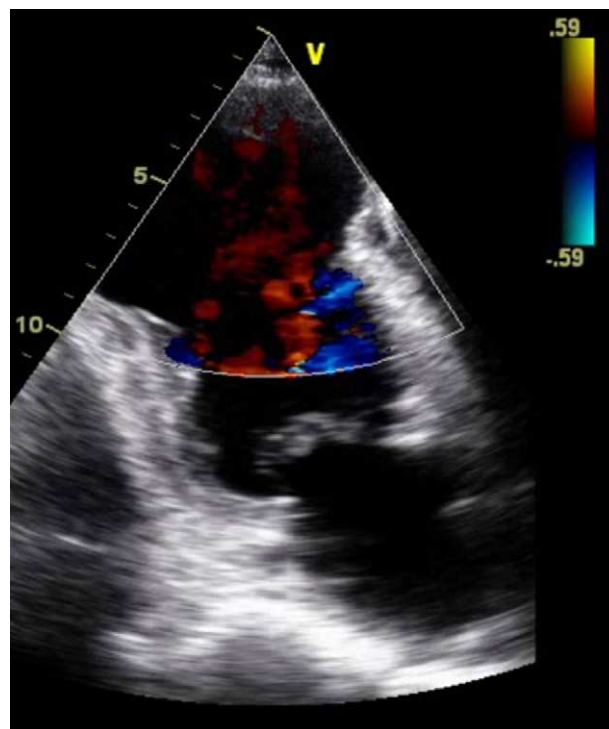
Ecocardiograma bidimensional em diástole, incidência apical 4 cavidades (esquerda) e Doppler de cor incidência apical 2 cavidades (direita), evidenciando aneurisma apical, de colo largo e com autocontraste no ventrículo esquerdo.
